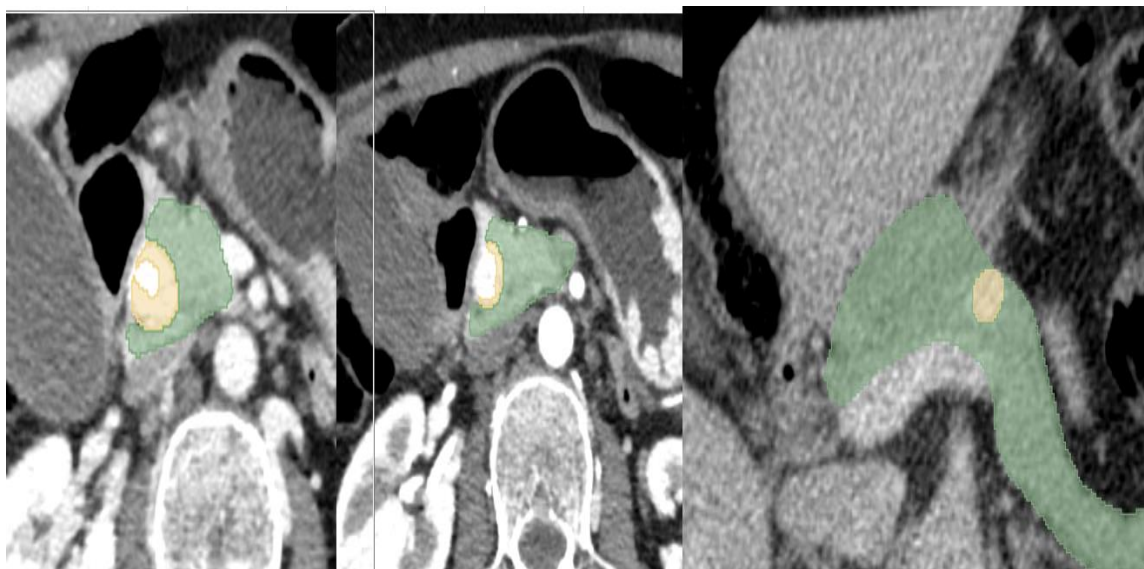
Примеры сегментационных масок образований ПЖ на КТ, которые с помощью программного обеспечения 3D Slicer пришлось корректировать и доразмечать
